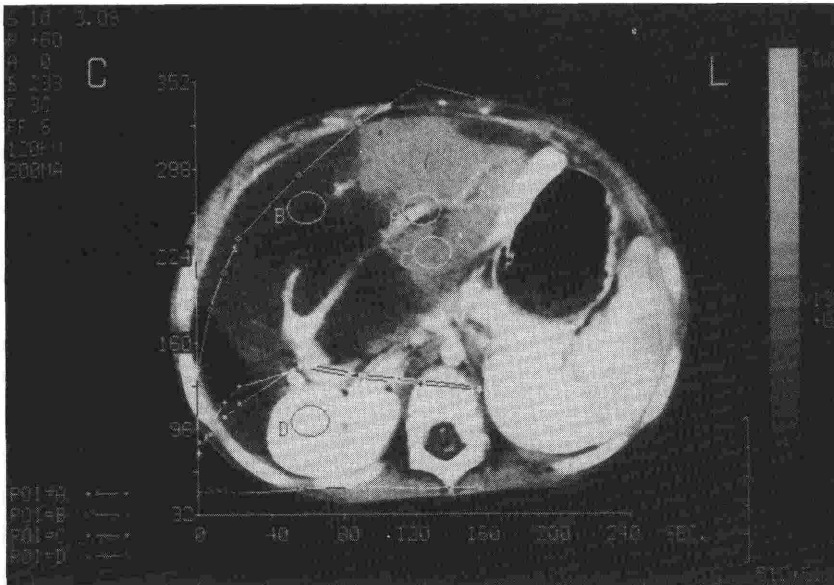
部分肝移植 (segment 2, 3) 後ダイナミック CT (QLTS 症例)
